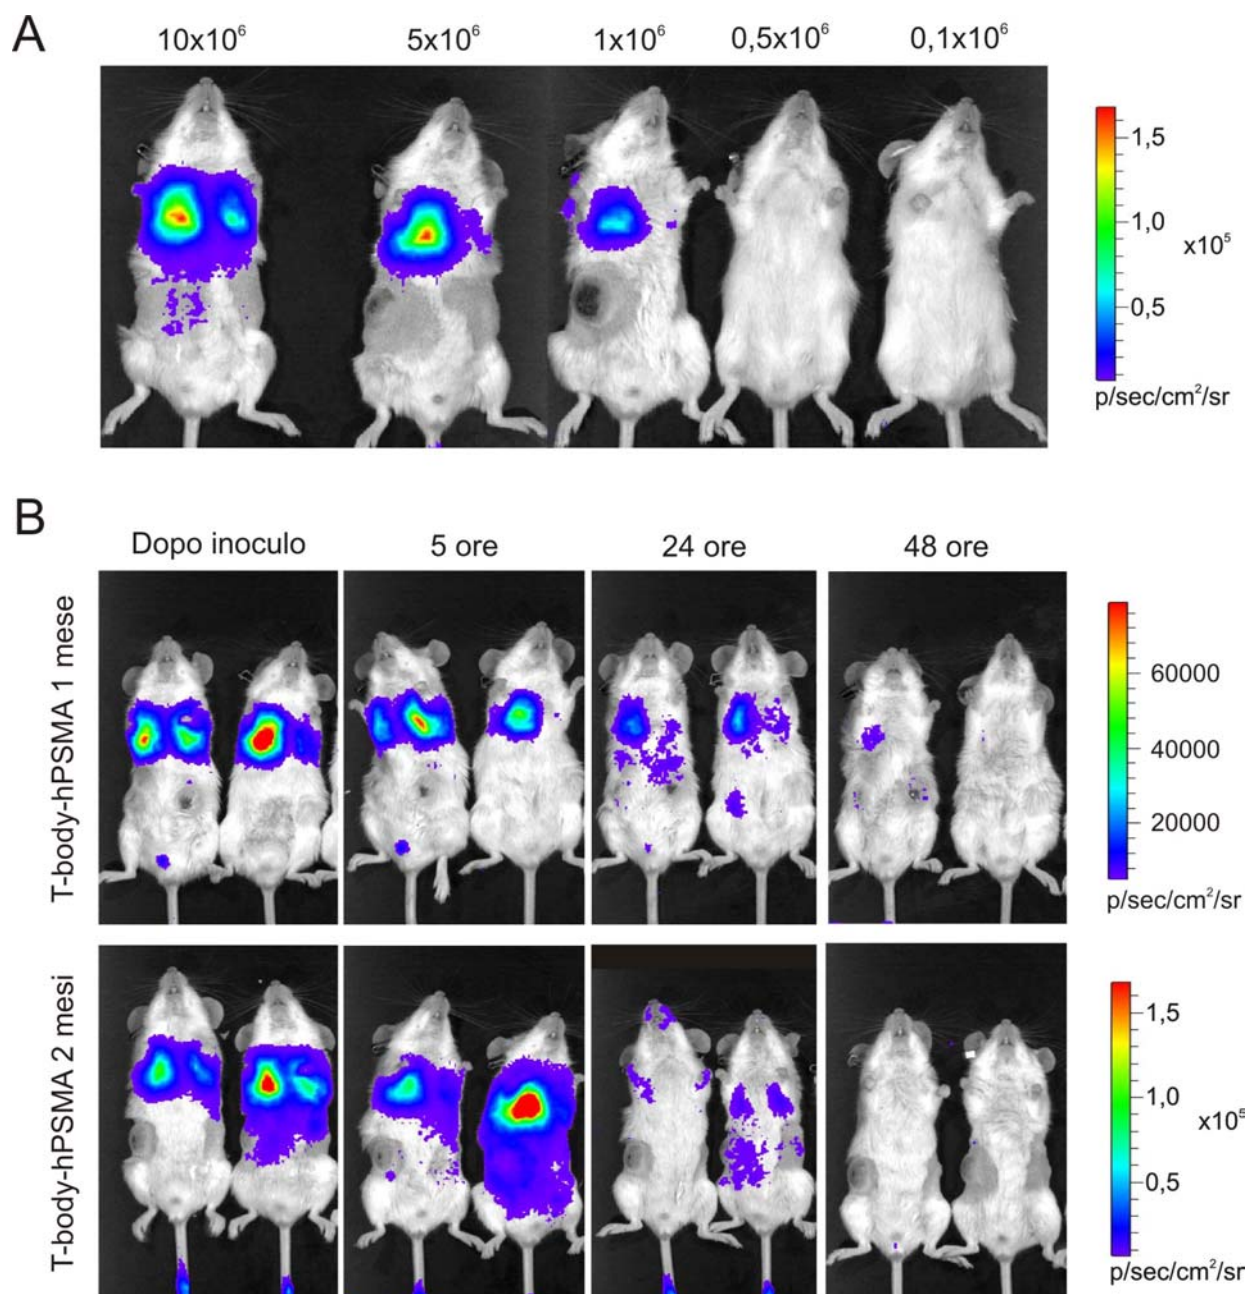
BLI imaging: analisi della sopravvivenza e della distribuzione di T-body trasferiti adottivamente e.v. (A) Valutazione del numero minimo di cellule esprimenti Luciferasi che possono essere visualizzate in un animale dopo trasferimento per via sistemica. (B) Monitoraggio, a diverse tempistiche dall'inoculo endovenoso (subito dopo inoculo, 5 ore, 24 ore, 48 ore) della distribuzione e della sopravvivenza dei linfociti trasferiti adottivamente. In figura si riportano immagini rappresentative di animali inoculati con colture T-body-hPSMA/fluc ripetutamente stimulate *in vitro* e caratterizzate da un fenotipo differenziato.
